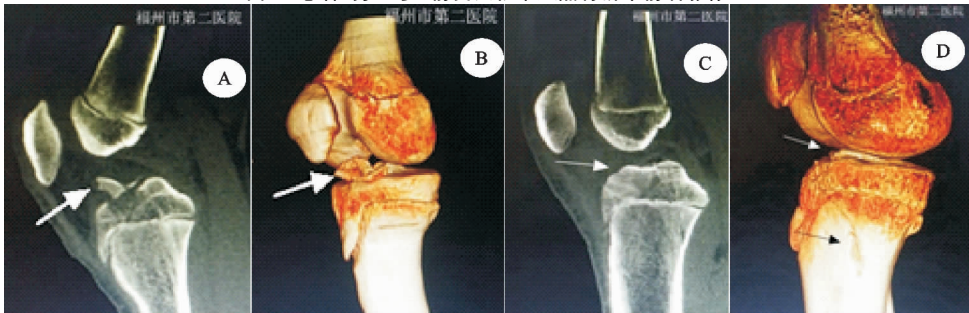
Meyers-McKeever-Zaricznyj 骨折分型Ⅳ型术前(A,B)及术后(C,D)CT 影像
